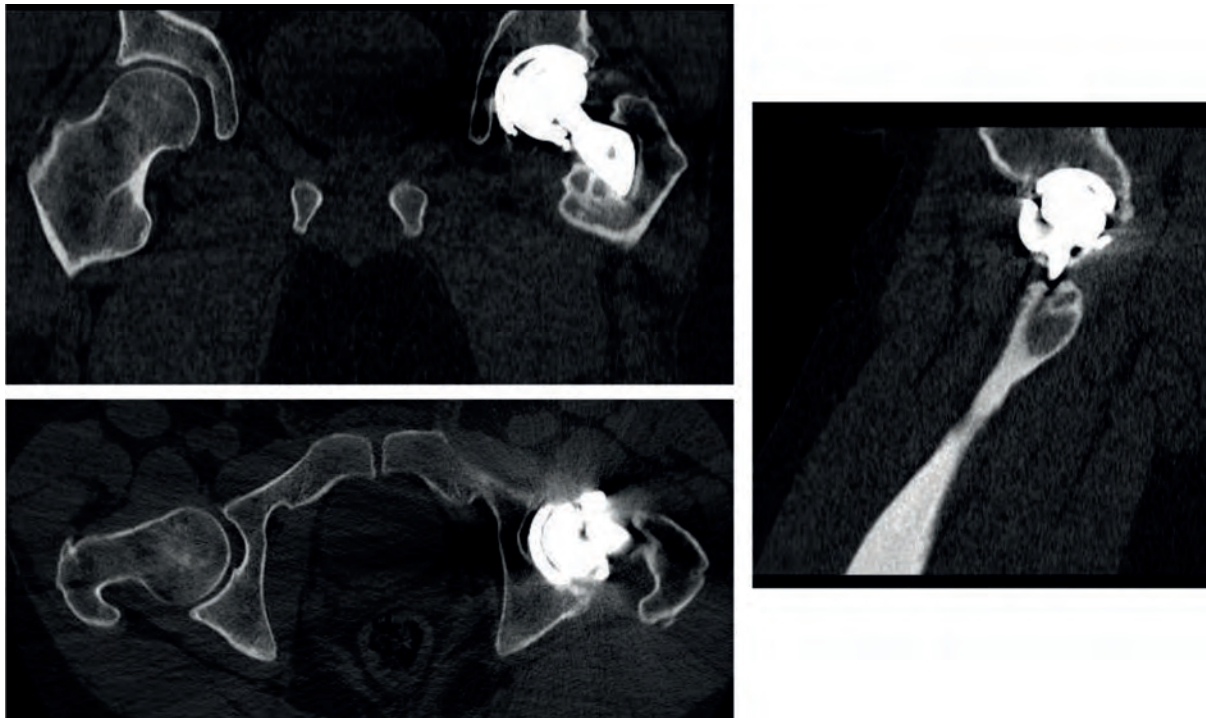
TC apreciándose fractura de liner cerámico se apreció fractura del liner cerámico y se indicó revisión de ATC para sustitución del liner cerámico.
